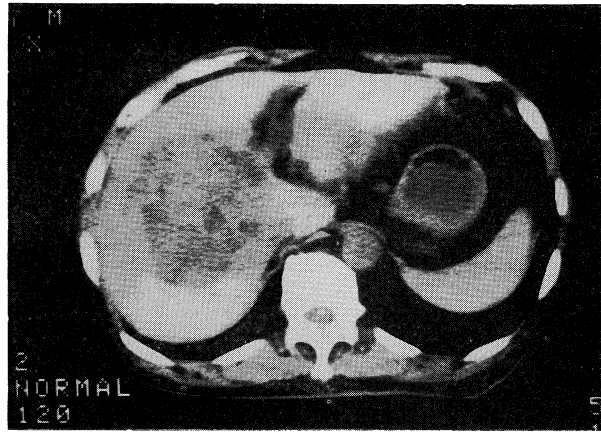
Findings of computed tomography. Hepatic tumors are noted.
